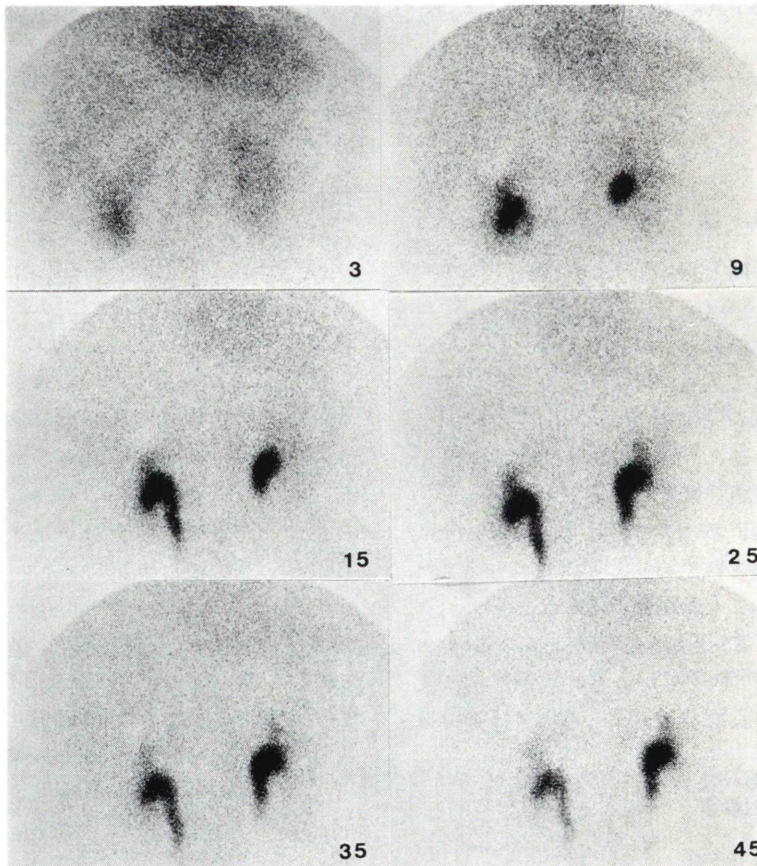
Hepatobiliary scintigraphy with Tc-99m EHIDA. Severe disturbance of hepatic accumulation of Tc-99m EHIDA. Early visualization of renal excretion and nonvisualization of the gallbladder within 50 minutes are observed.
